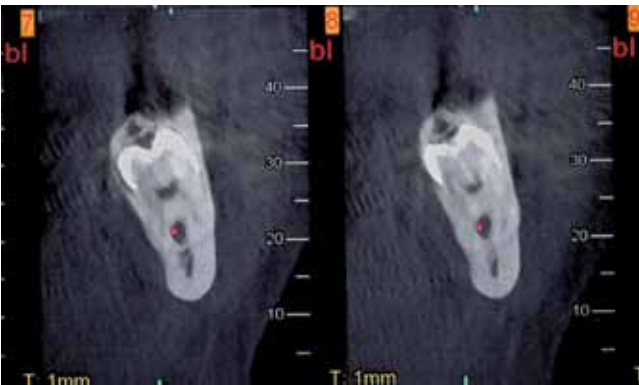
Sezioni TC coronali che evidenziano lo stretto rapporto tra le radici dell'elemento 48 e il nervo alveolare inferiore: il nervo decorre tra le radici dell'elemento.
